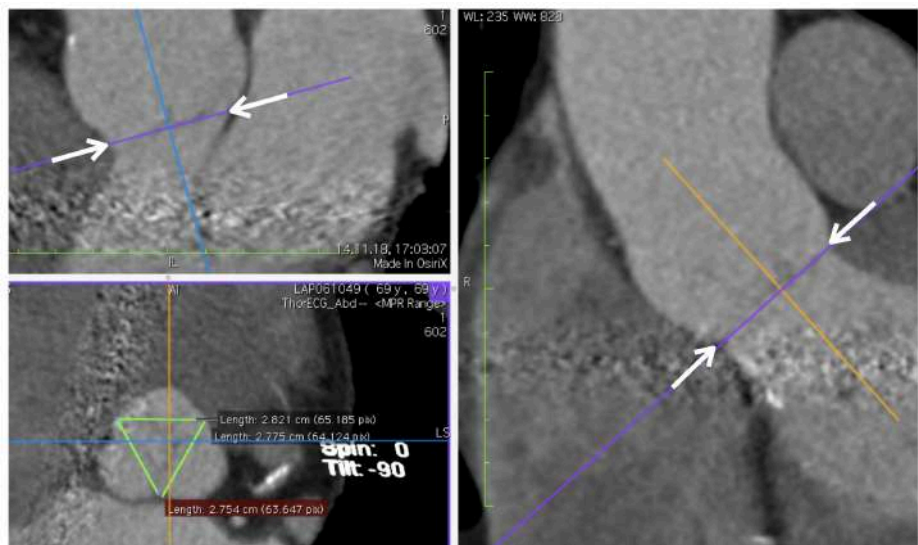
Измерения фиброзного кольца аортального клапана (МСКТ-аортография)
